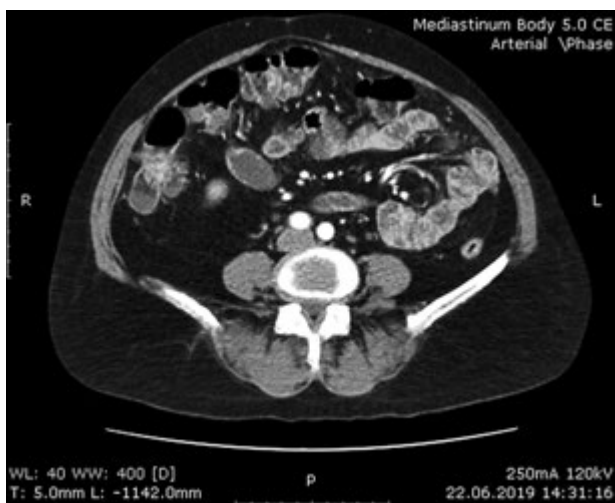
Комп'ютерна мультidetекторна томографія з контрастуванням
